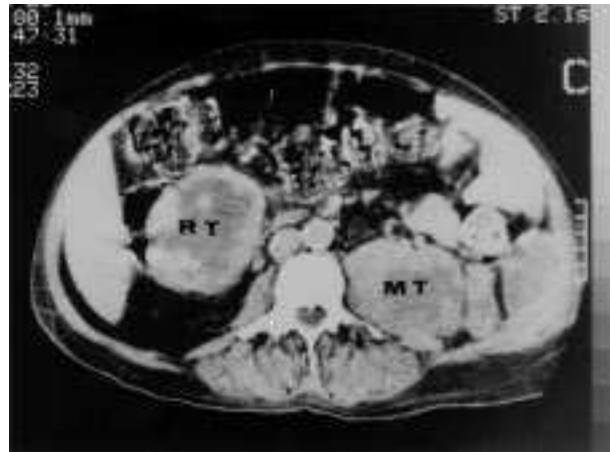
TC abdominal del paciente número 2. MT: Masa tumoral en celda renal izquierda. RT: Masa tumoral en espacio pararenal derecho.
